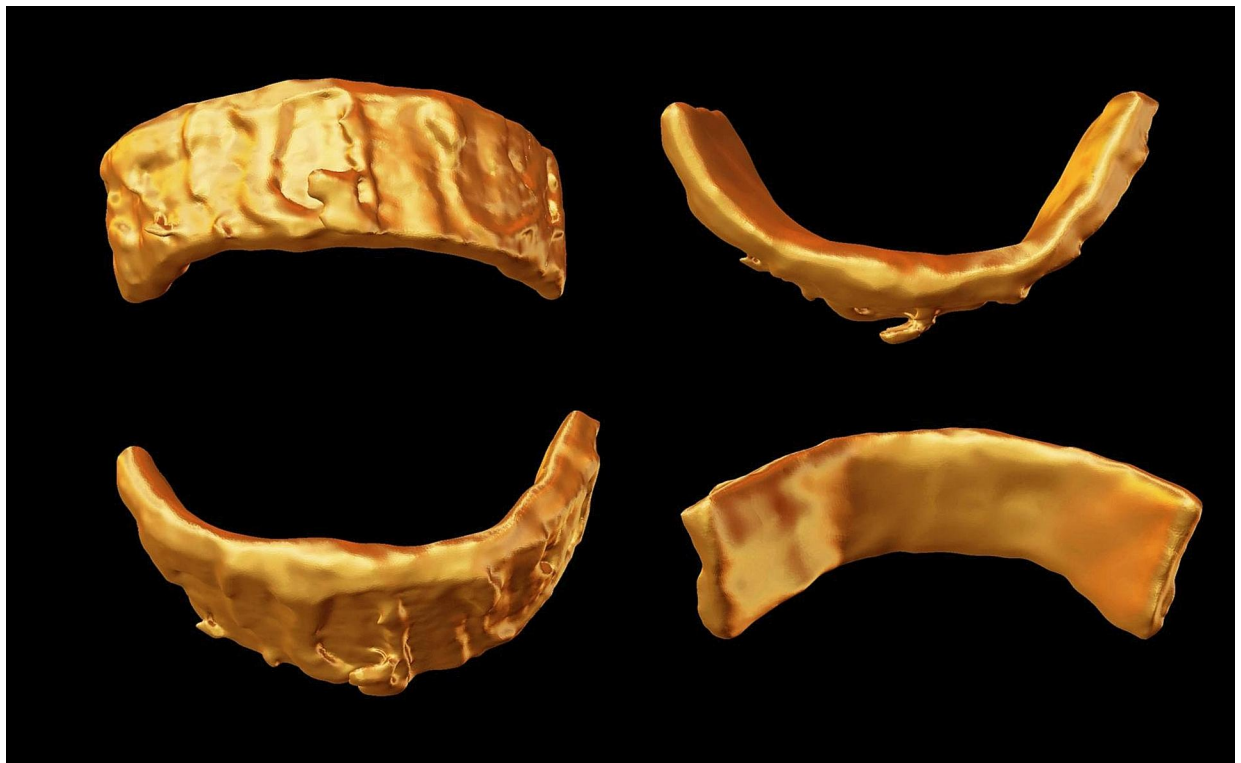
Tomografía computarizada en 3D que muestra un implante metálico en forma de collar detrás del cuello con marcas en relieve en su superficie externa.
